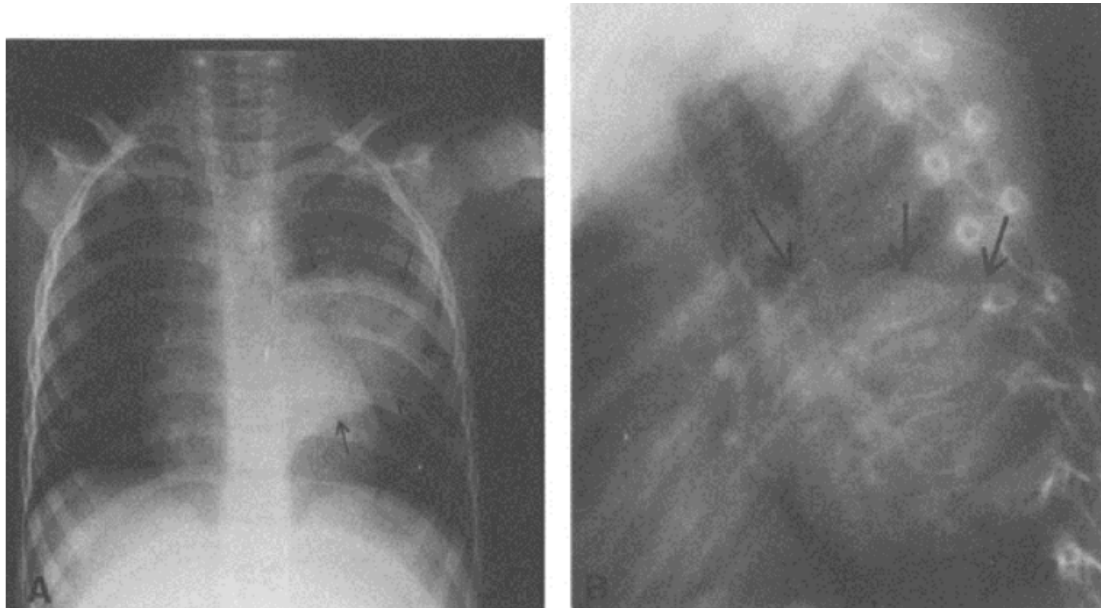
Radiographie du thorax objectivant une masse médiastinale à localisation postérieure [36]
